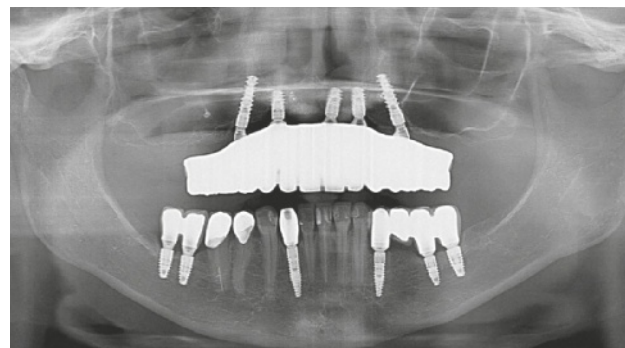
Röntgenologische Überprüfung der eingegliederten Full-arch-Restauration im Oberkiefer.
